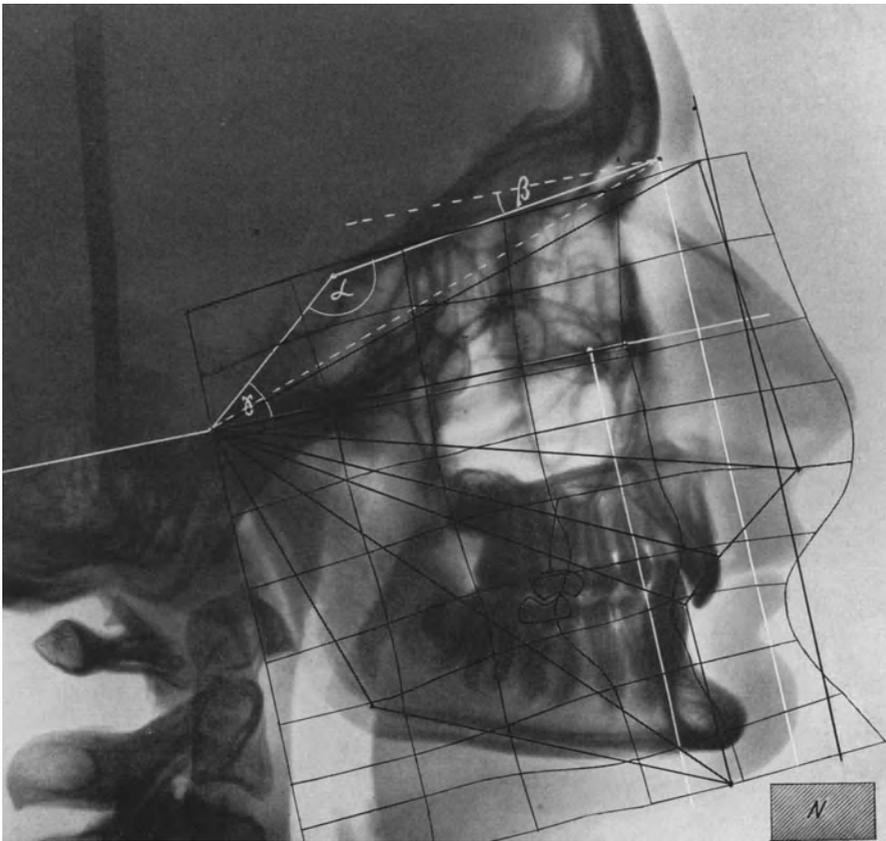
Fernröntgenbild und Netzmethode bei einem Fall von Deckbiß.
